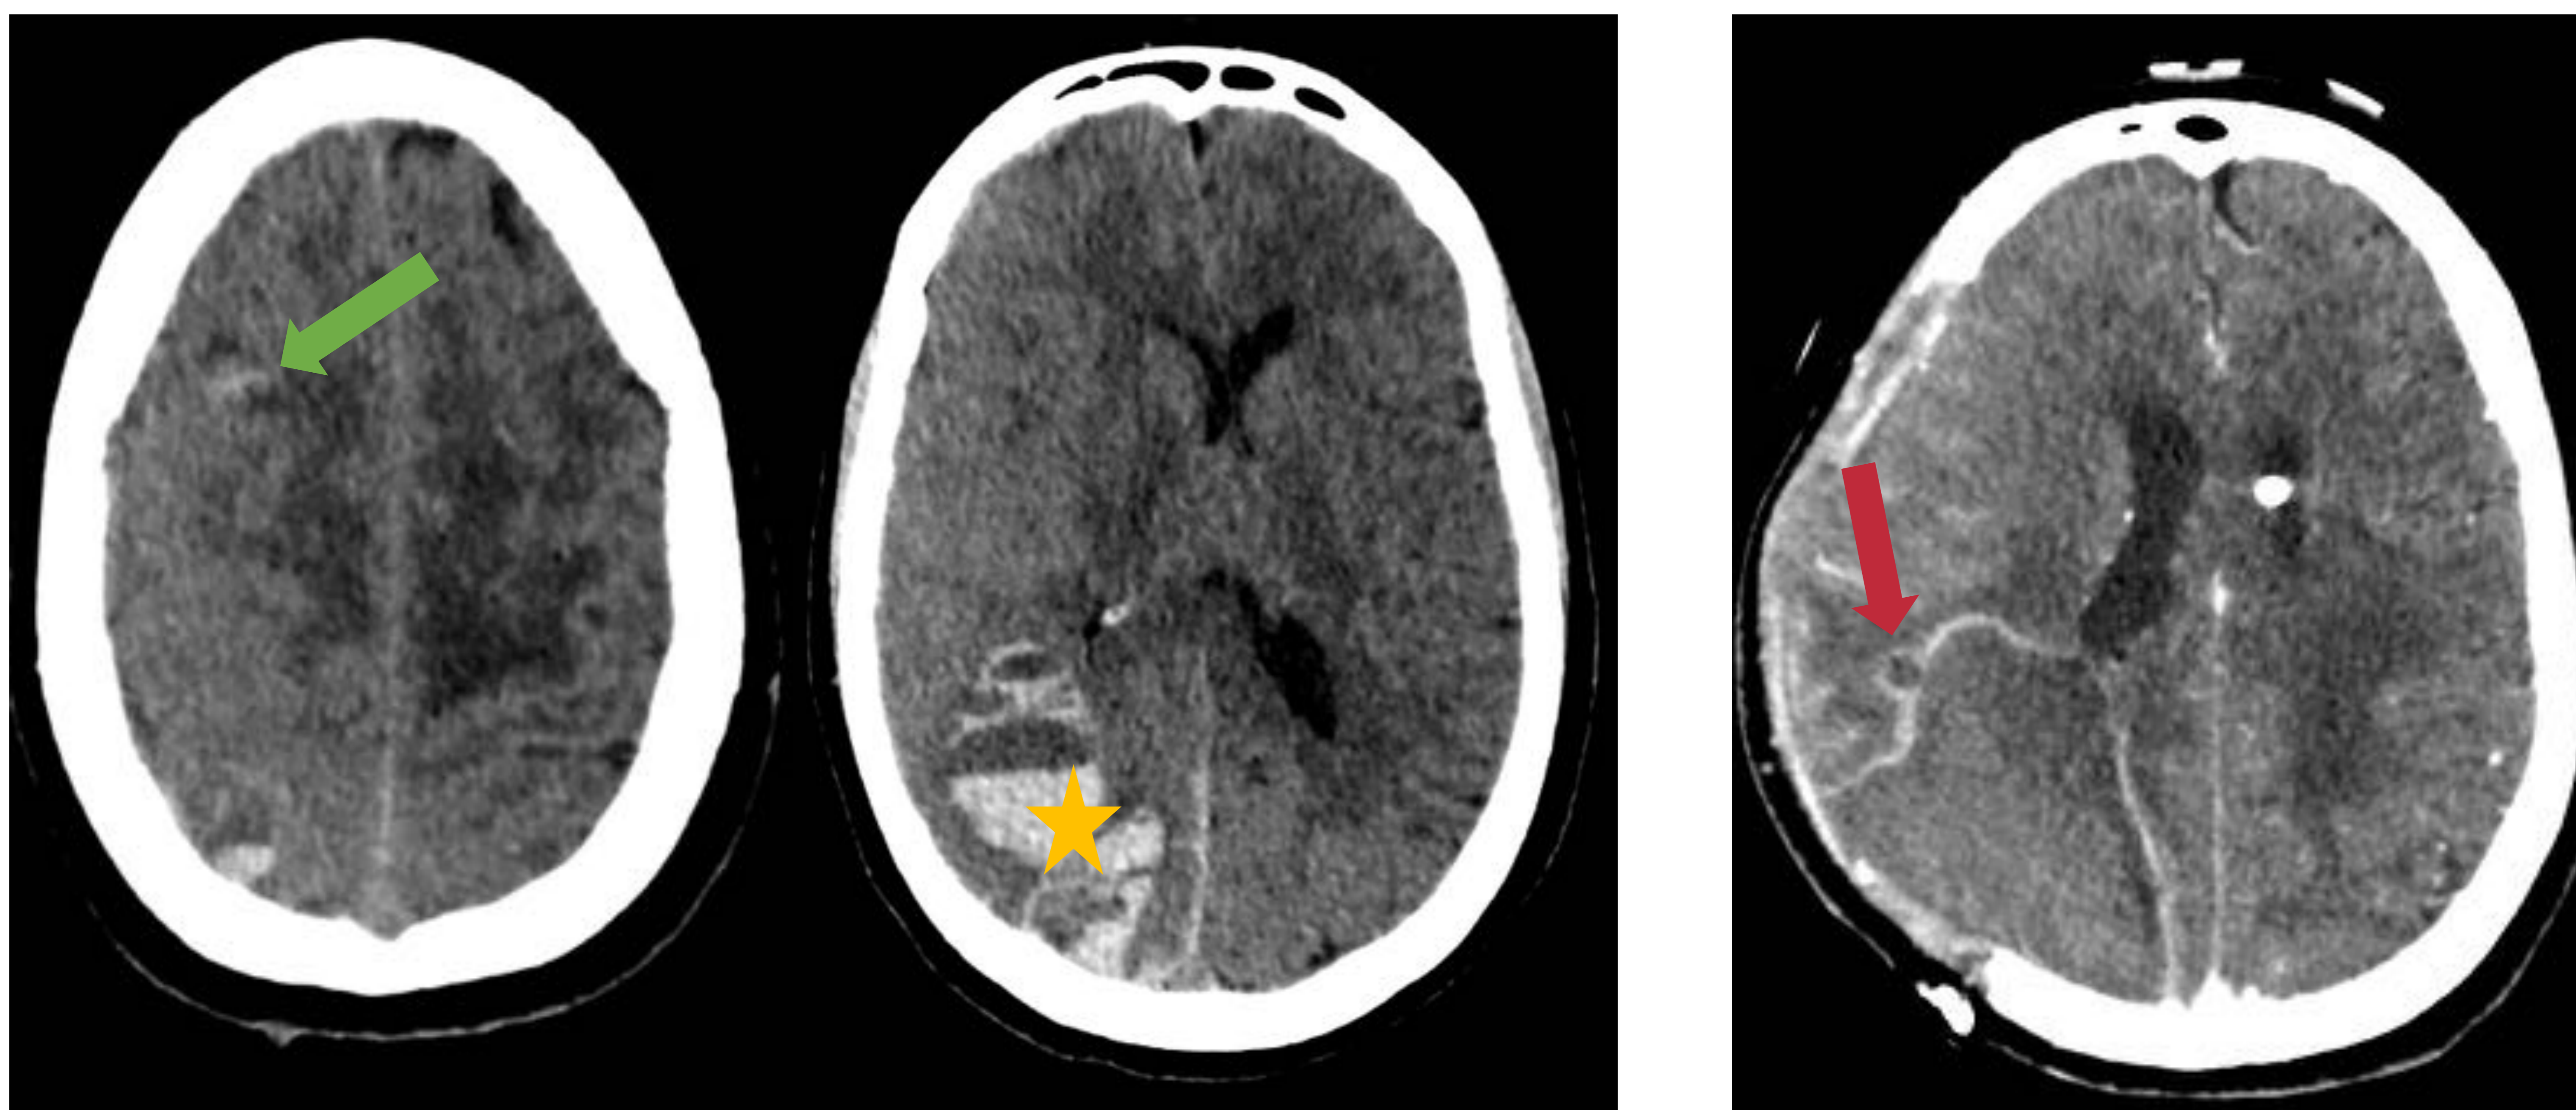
TC craneal sin CIV (A y B) y TC craneal tras administración de CIV varios días después (C), en paciente con infección por aspergilosis tras transplante cardíaco.
